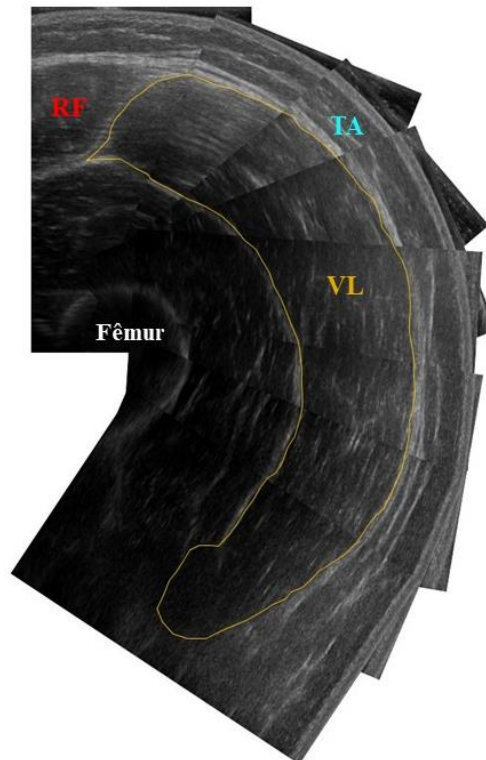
Imagem representativa da área de secção transversa muscular do vasto lateral (VL) a partir de imagens sequenciais de ultrassonografia. RF: Reto femoral e TA: Tecido adiposo.
